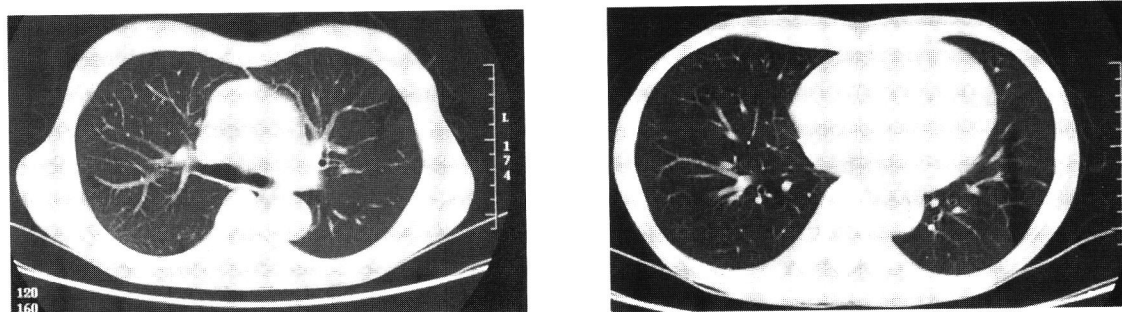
5 治療後の胸部単純CT(1)(肺野条件)
